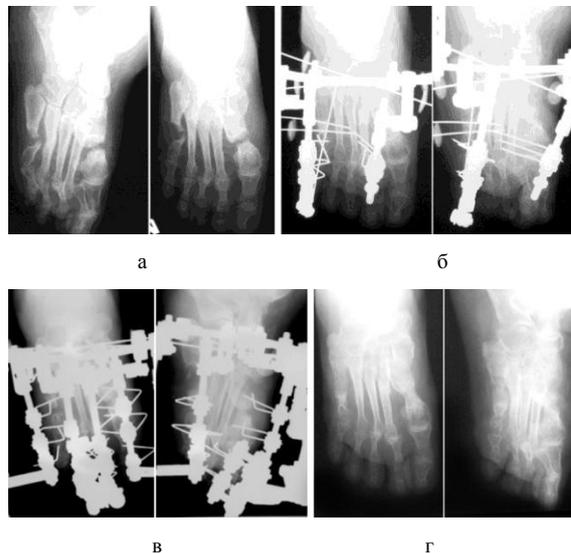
Рентгенограммы стопы пациента с посттравматическим дефектом плюсневых костей: а – до лечения; б – в процессе дистракции; в – на этапе фиксации (фиксация – 61 день); г – после лечения, восстановлена целостность плюсневых костей
